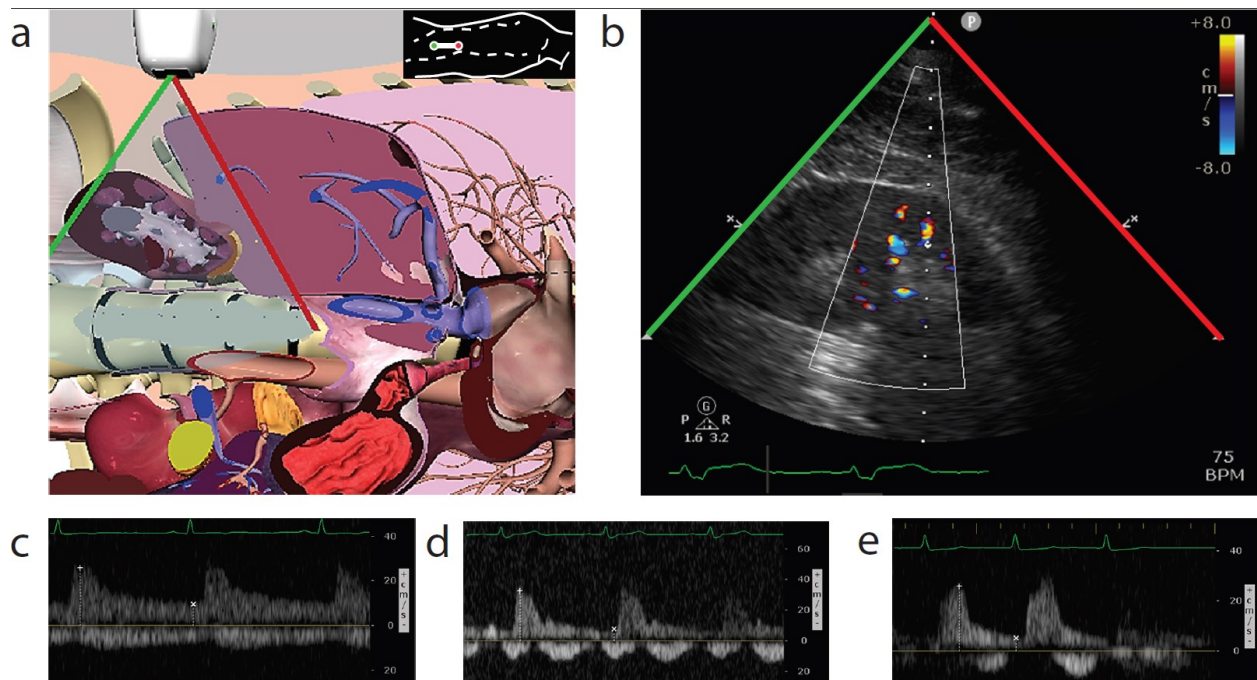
Doppler assessment of renal interlobar arterial and venous flow
